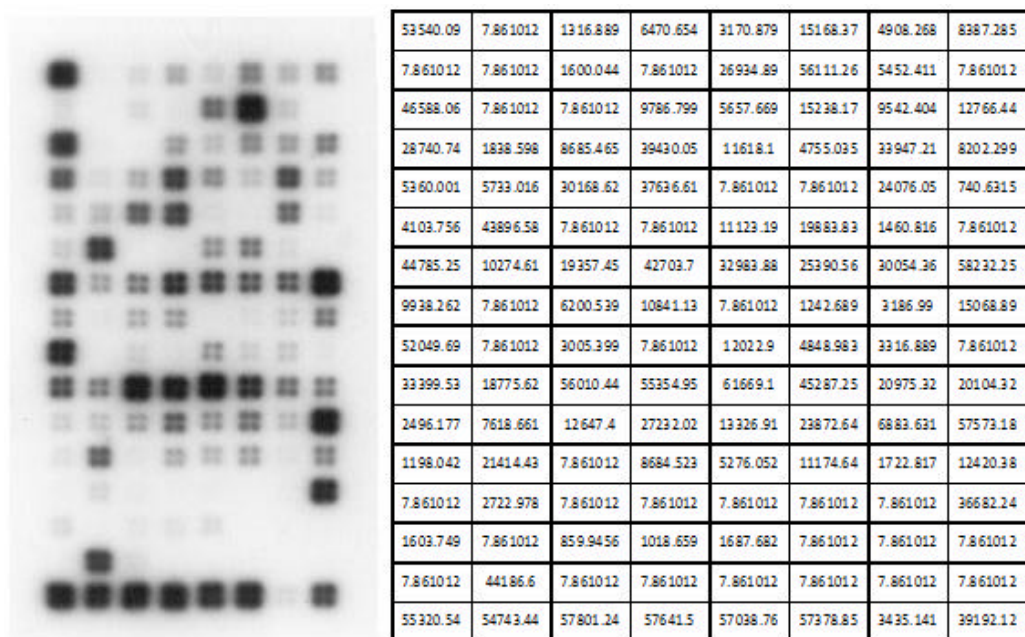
Resultado típico de um experimento de microarray utilizado no presente trabalho. Oligonucleotídeos correspondendo a cada um dos genes estudados estão imobilizados em um quarteto de pontos na membrana. Após hibridação e lavagem, sinal correspondente à expressão de cada um dos genes foi revelado por quimioluminescência e as emissões luminosas capturadas em filme de radiografia. A imagem produzida (à esquerda) foi então digitalizada e as intensidades dos pontos extraídas para avaliação da expressão gênica. A Tabela (à direita) contém valores referentes à expressão de cada gene.
